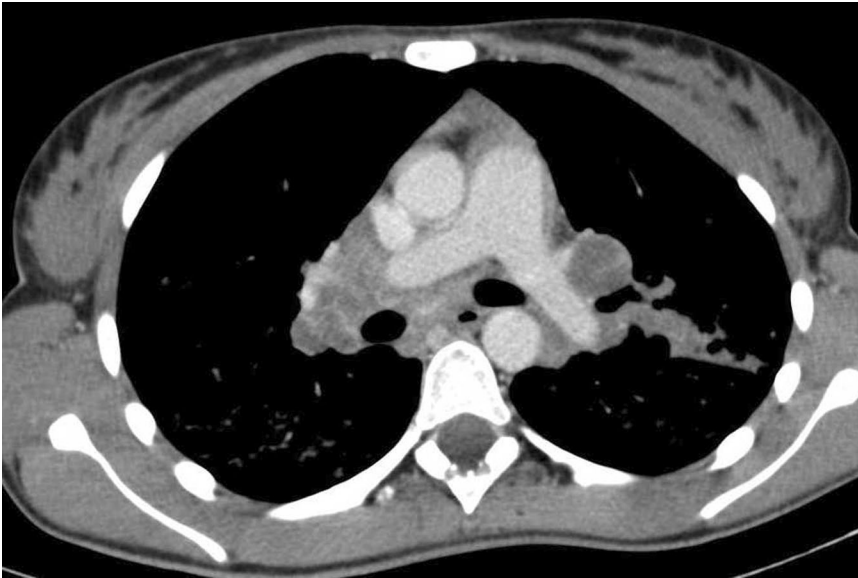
▲ CT, axiale Schichtführung über den Thorax mit Kontrastmittel, Weichteilfenster, 20-jähriger Patient mit Lymphknoten-Tbc. Es zeigen sich bilaterale ausgedehnt zentral nekrotische Lymphknotenkonglomerate mit assoziierter Lymphangiitis links
